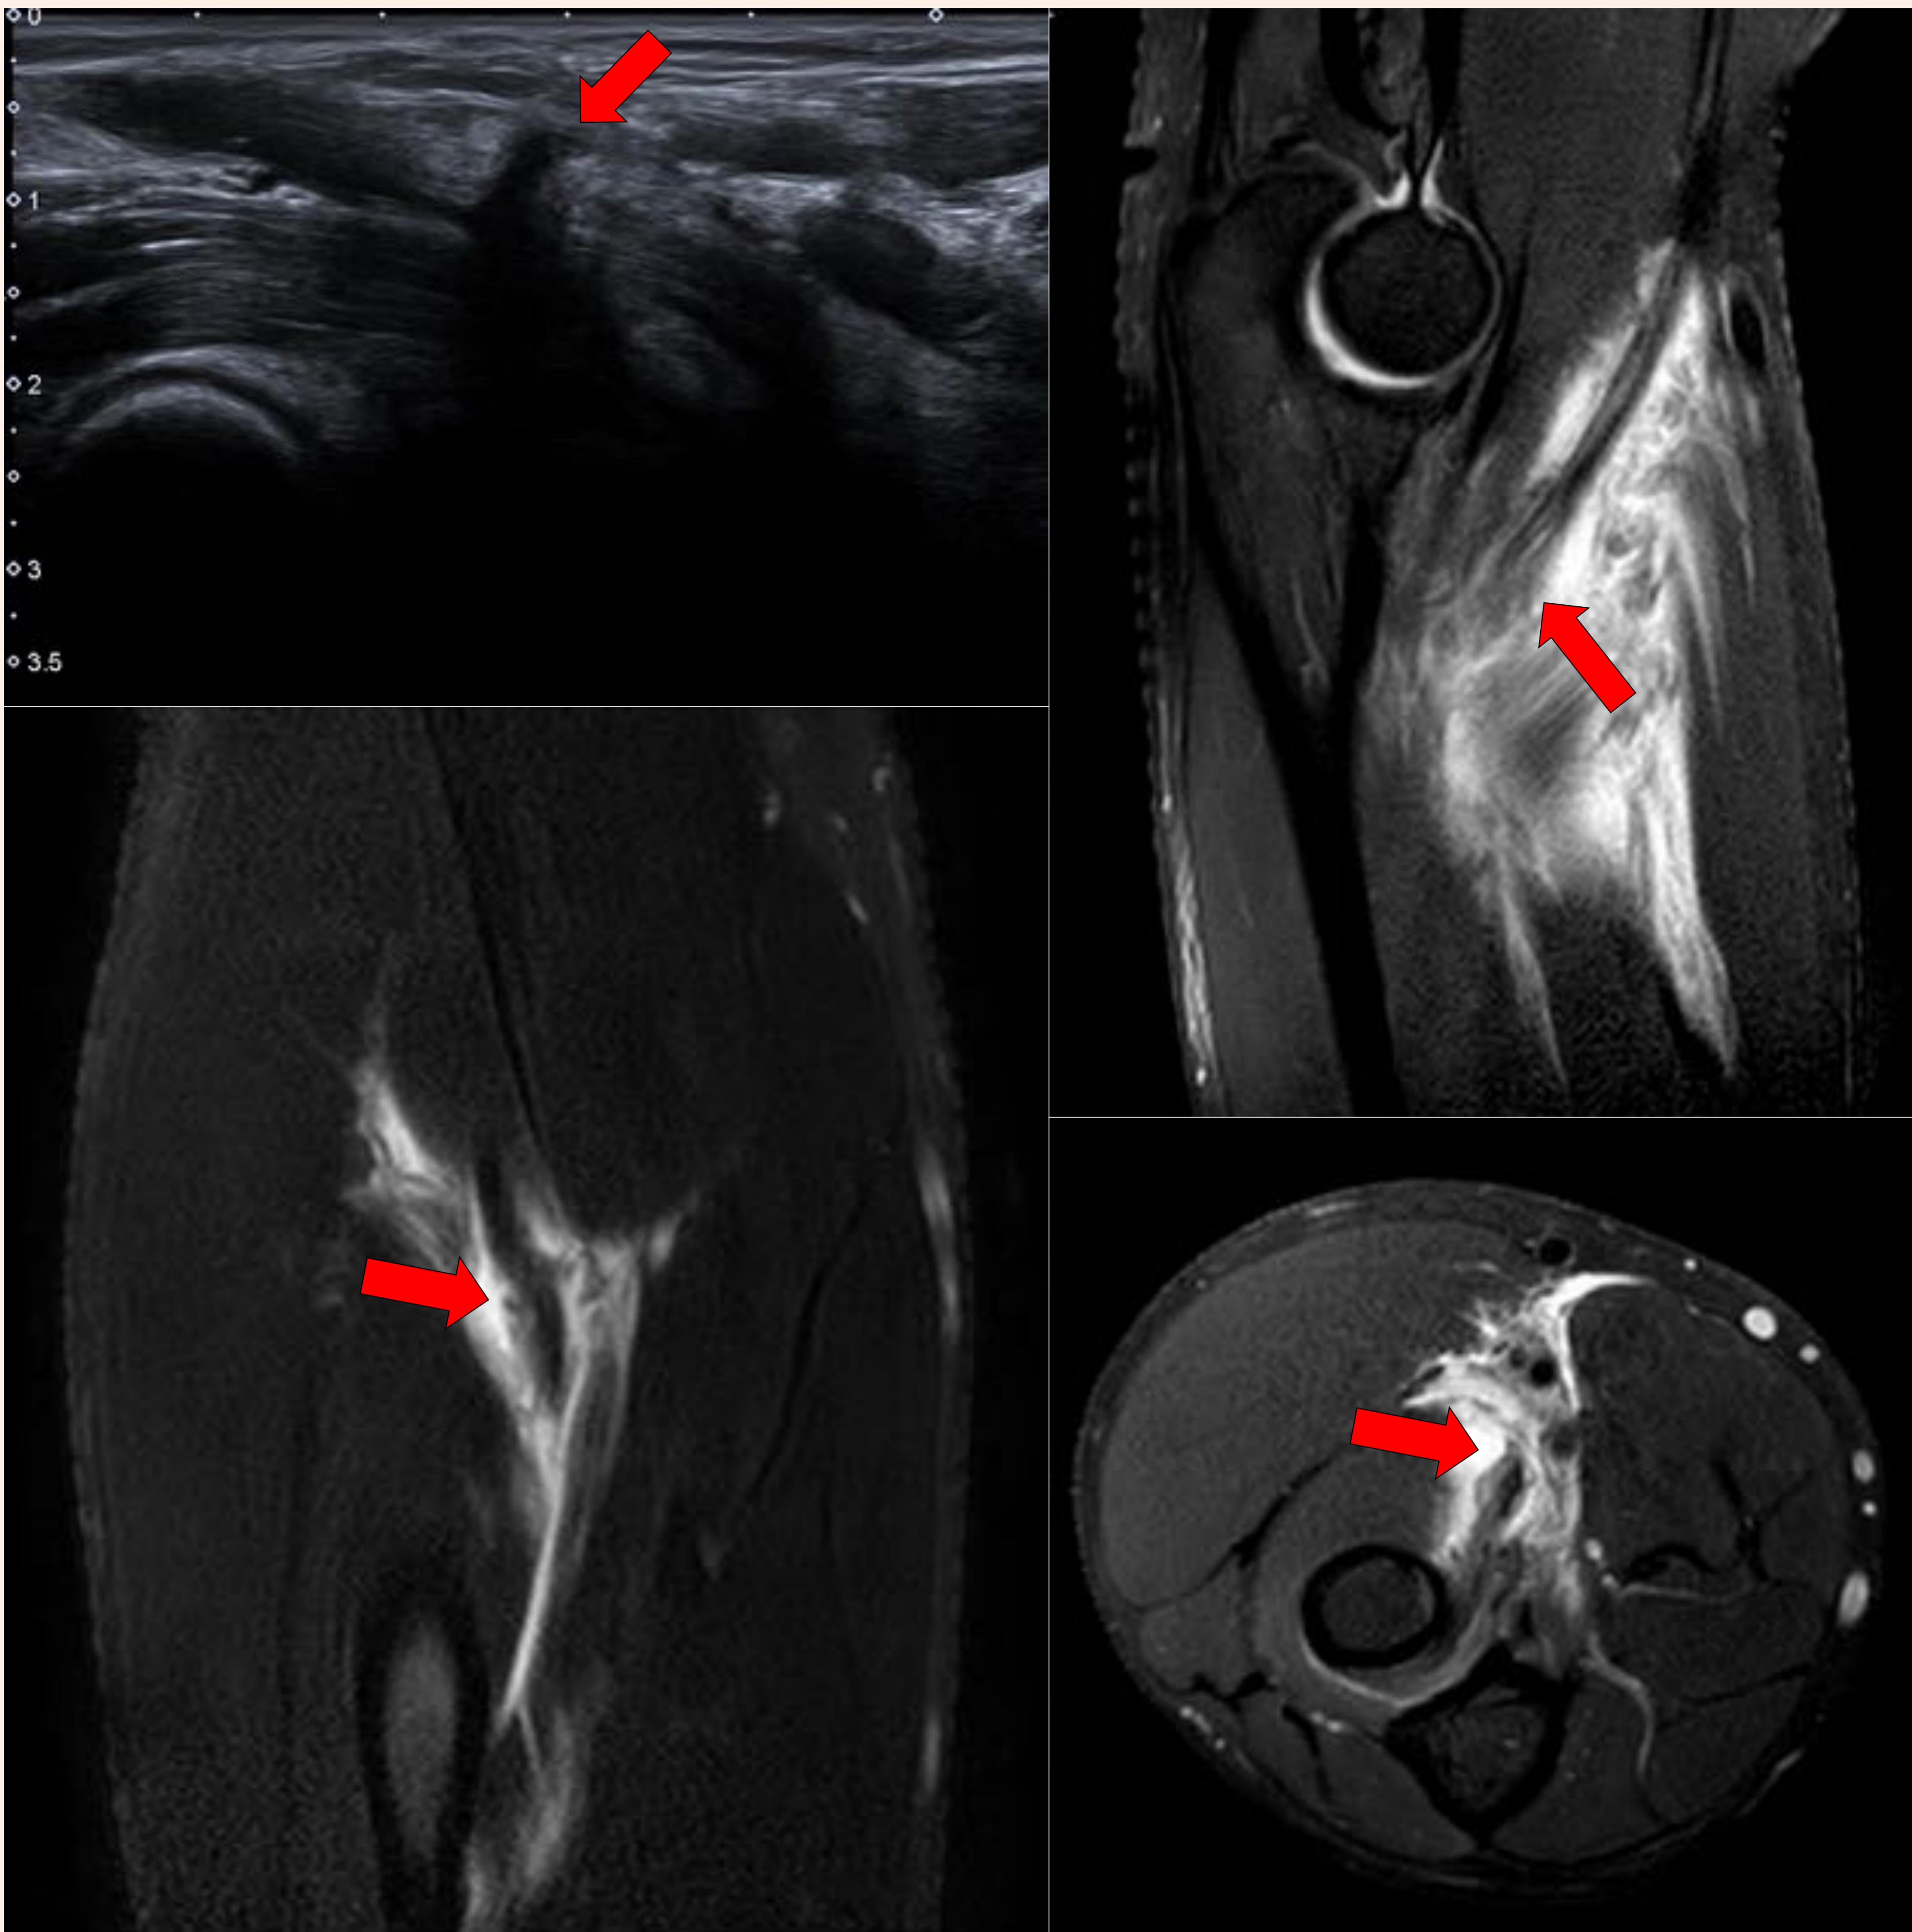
Rotura parcial aguda del tendón distal del bíceps braquial. Imagen de ecografía, SPAIR Axial y Sagital, T2 DIXON Fat Sat Coronal. Las flechas rojas señalan la localización del defecto parcial tendinoso . Véase el importante edema regional asociado.
